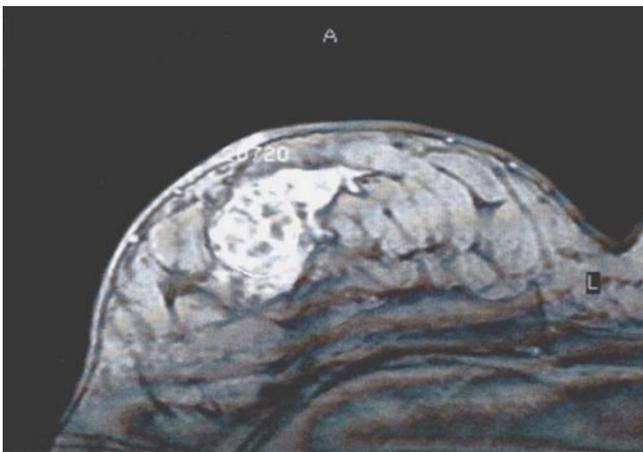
◀ Transversale Schicht (Schichtdicke 3 mm) auf Mamillenhöhe (FLASH-3D-Aufnahmetechnik) nach intravenöser Gabe des MR-tomographischen Kontrastmittels Gd-DTPA. Anreicherungen sind durch hohe Signalintensität im gesamten Drüsenkörper, intrakutan und subkutan zu erkennen
